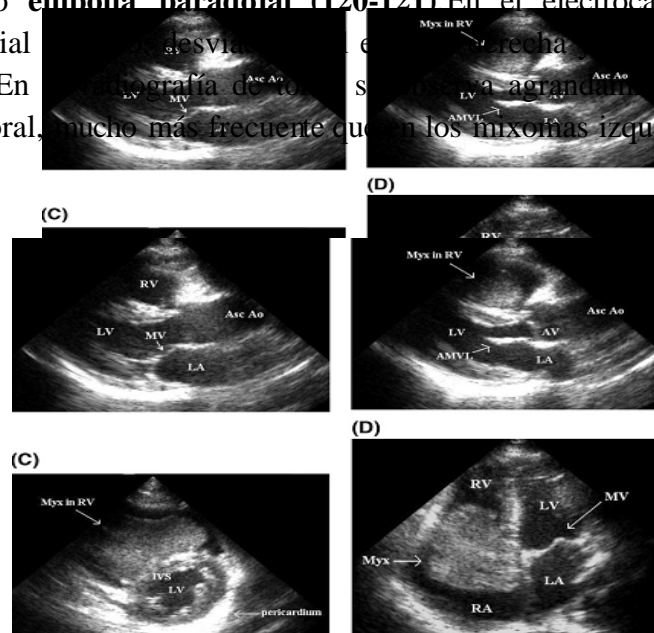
Mixoma atrial derecho gigante e insuficiencia cardíaca derecha. Ecocardiograma: tumor atrial derecho que prolapsa en diástole en el ventrículo derecho.
